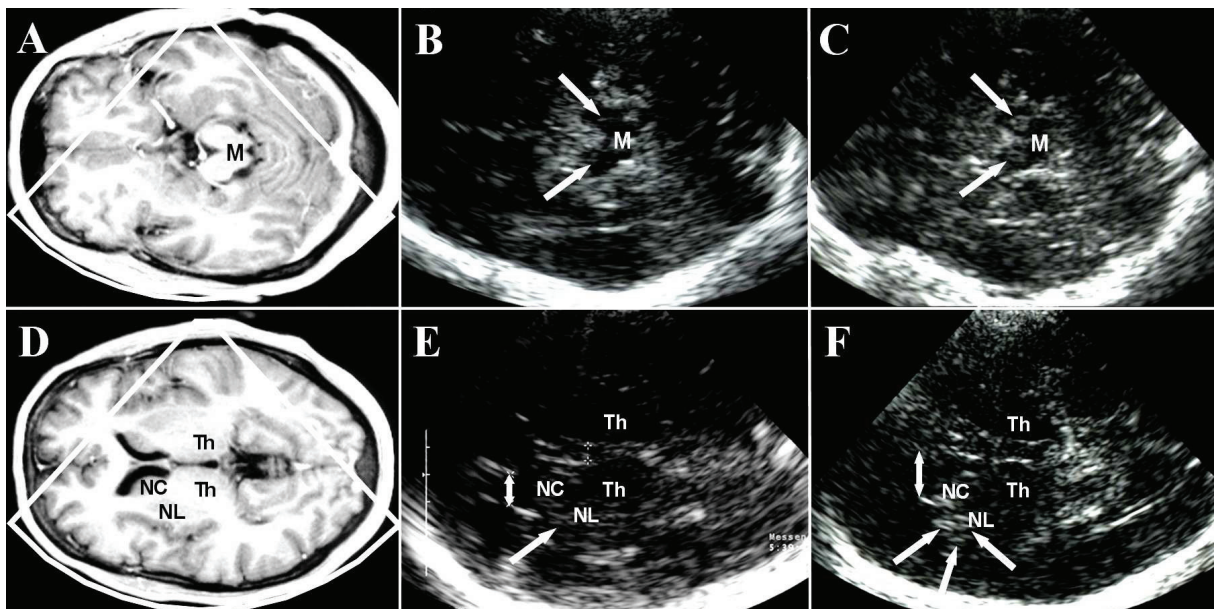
Darstellung von korrespondierenden Schnittebenen im MRT und der Hirnsonografie bei Personen mit normaler und MS-Patienten mit typischerweise erhöhter Echogenität von *Substantia nigra* (SN) und *Nucleus lentiformis* (NL). Das MRT-Schnittbild A korrespondiert mit den hirnsonografischen Schnittbildern B und C auf Höhe des Mittelhirnes (M). Bild B zeigt bilateral eine normal echogene *Substantia nigra* (SN, Pfeile), während Bild C eine beidseitige deutliche Hyperechogenität der *Substantia nigra* beschreibt (Pfeile). Das MRT-Schnittbild D korrespondiert mit den hirnsonografischen Schnittbildern E und F auf Höhe der Thalamusebene. Bild E zeigt den physiologischerweise zum umgebenden Gewebe isoechogenen *Nucleus lentiformis* (Pfeil); hingegen weisen die drei Pfeile in Bild F auf einen deutlich hyperechogenen *Nucleus lentiformis* bei einem MS-Patienten hin. (Der Doppelpfeil bezeichnet die Weite des Vorderhornes des Seitenventrikels; NC, *Nucleus caudatus*; Th, *Thalamus*)
